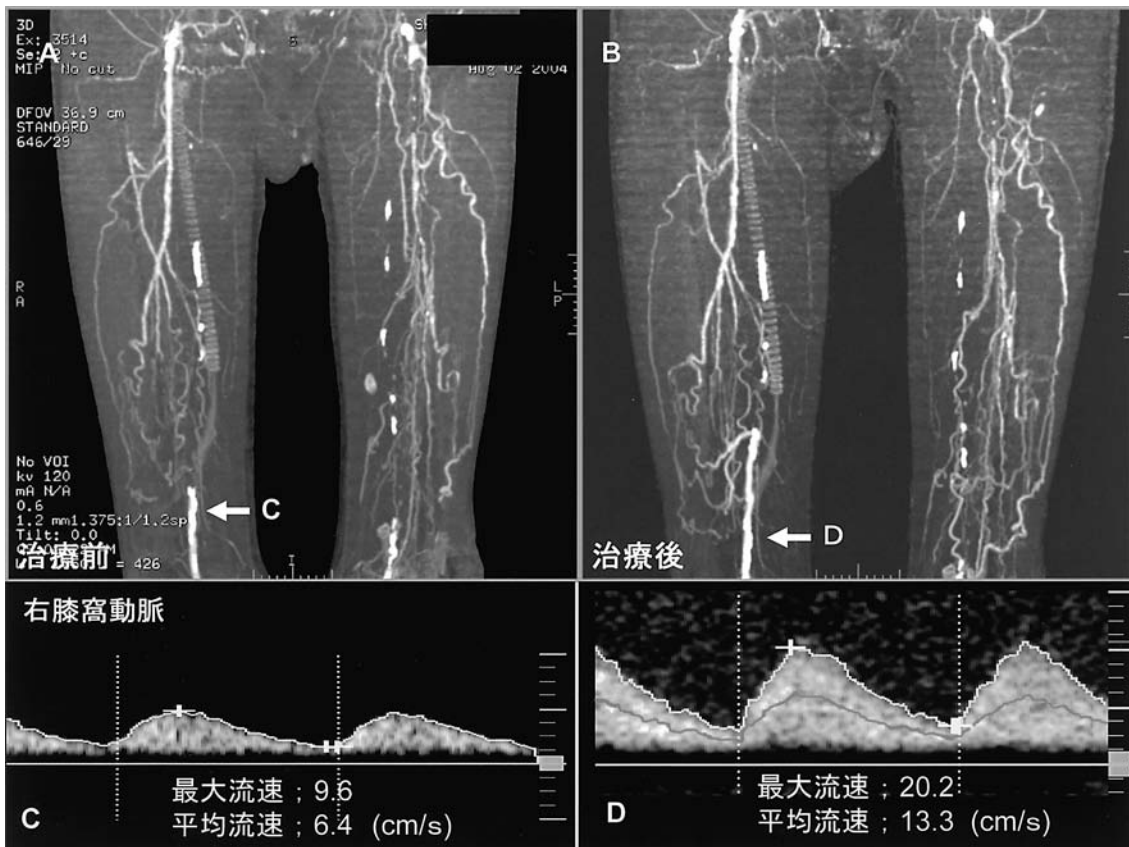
二重濾過血漿分離交換法(DFPP)著効症例の3D-CTA, MIP画像(症例5)
